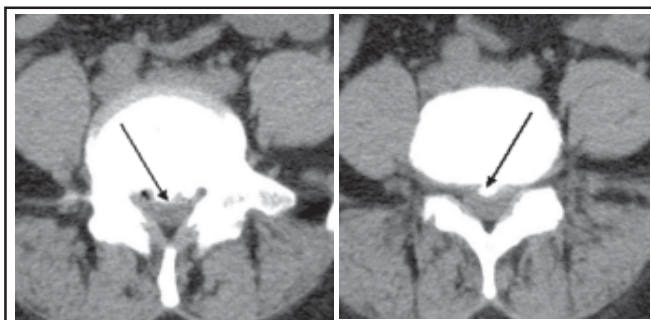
Комп'ютерна томографія хворої Б., 38 років. Звапнена кила міжхребцевого диску L4-5.
